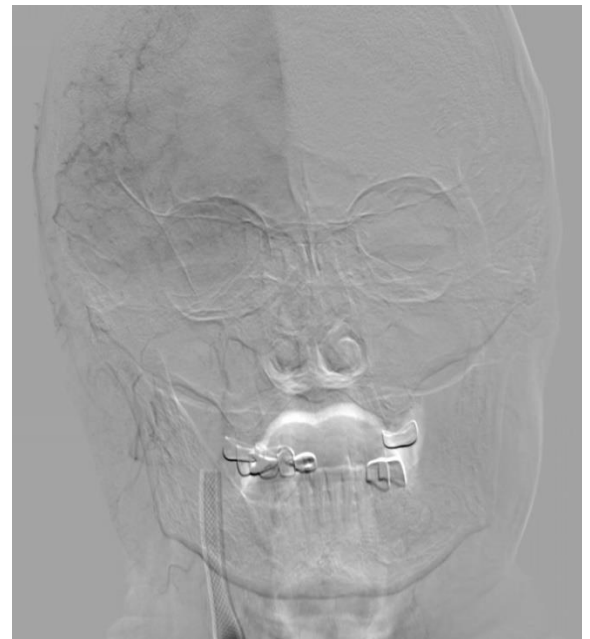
Рентгенконтрастная церебральная ангиография во фронтальной проекции: окклюзия правой ЗМА (а), восстановление кровотока в правой ЗМА после тромбэкстракции (б)
